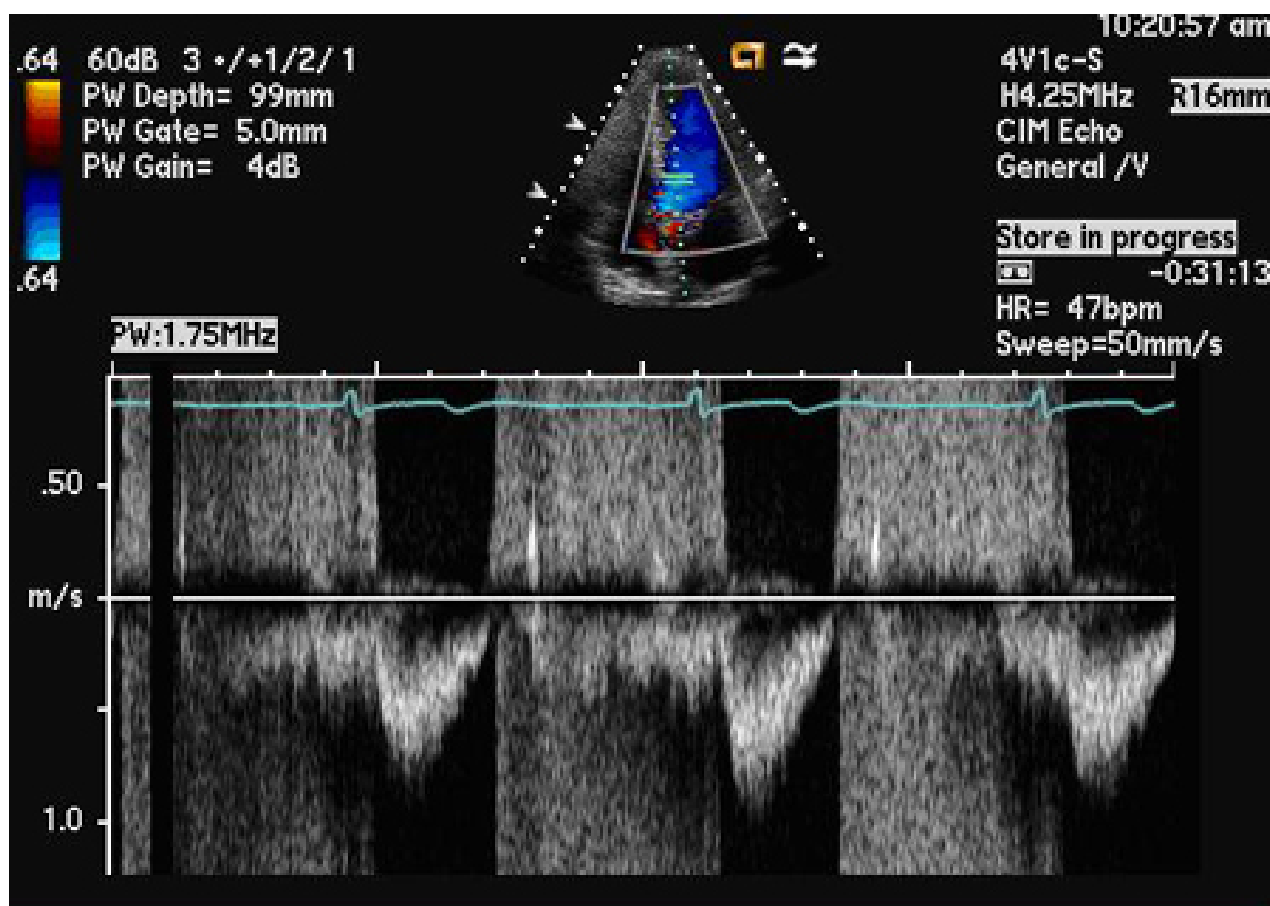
Doppler de onda pulsada do jato regurgitante
